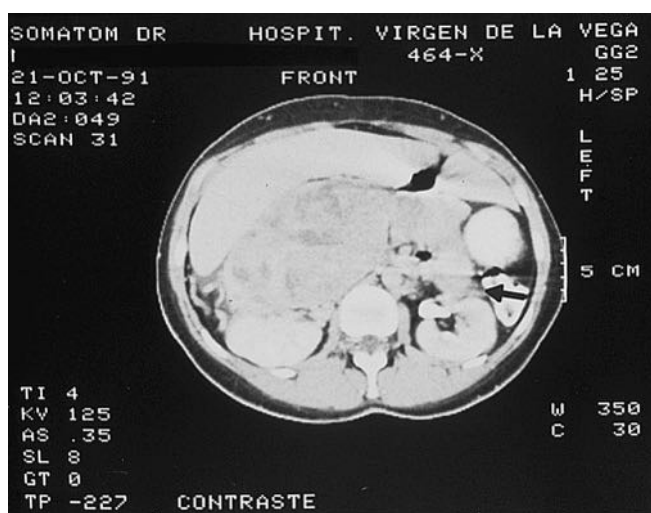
Tomografía axial computarizada: carcinoma corticosuprarrenal izquierdo metastásico.
